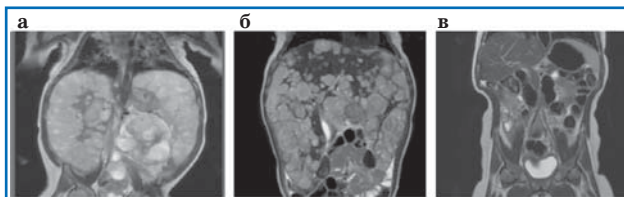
Ребенок 1 месяца с диагнозом: нейробластома левого надпочечника, 4S стадии: а – инициальная МРТ органов брюшной полости (фронтальная проекция); б – МРТ органов брюшной полости через 2 недели после ЛТ (фронтальная проекция); в – МРТ органов брюшной полости через 8 мес после окончания терапии (фронтальная проекция).
